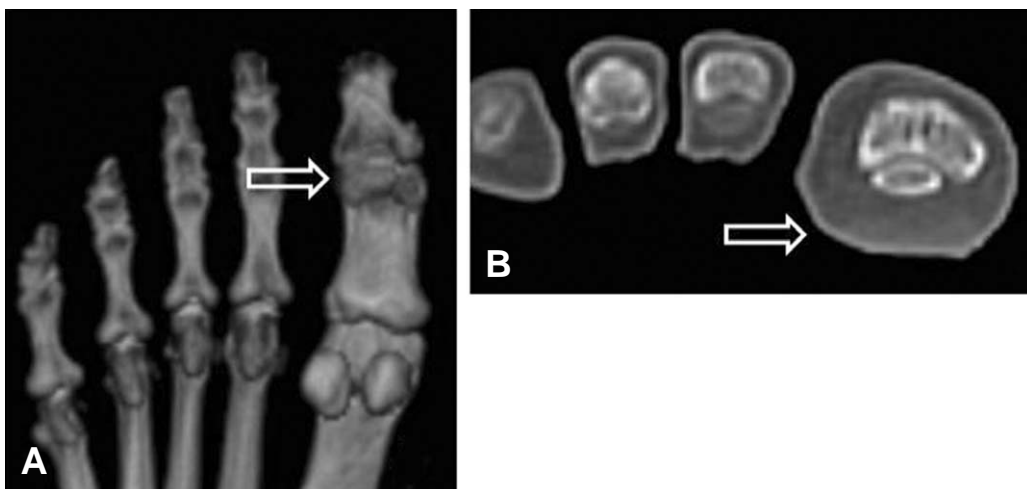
(A) Three dimensional computed tomography (CT) left foot shows sesamoid bone in hallux interphalangeal joint (arrow). (B) Axial view of left foot CT shows keratoses of plantar surface of hallux interphalangeal joint and radio-opacity in subcutaneous fat (arrow).
